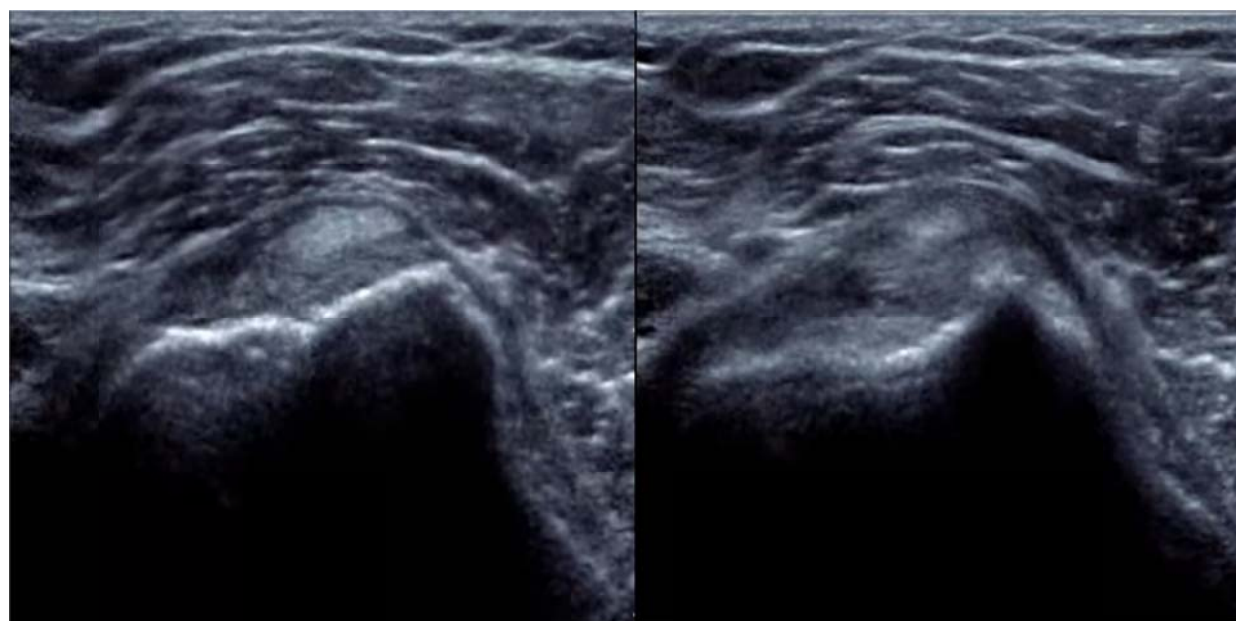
УЗИ до операции, выявлено уплощение биципитальной борозды, дислокация сухожилия при провокационном тесте
